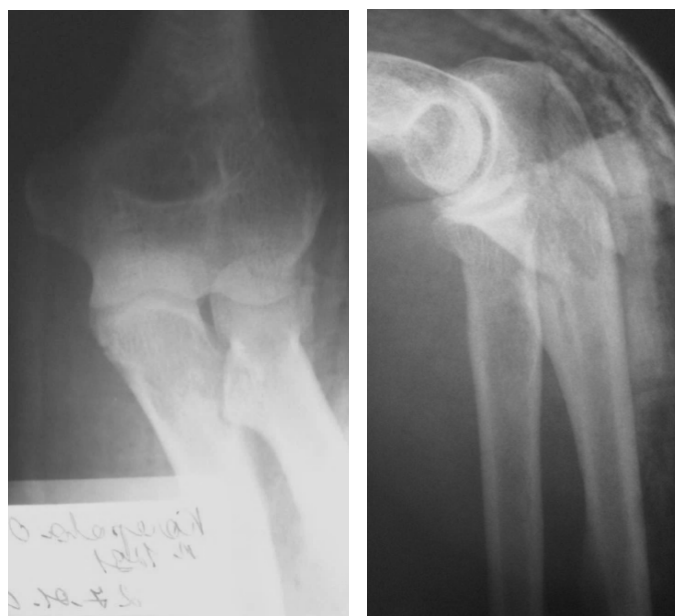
Пациентка К., рентгенограммы после репозиции
